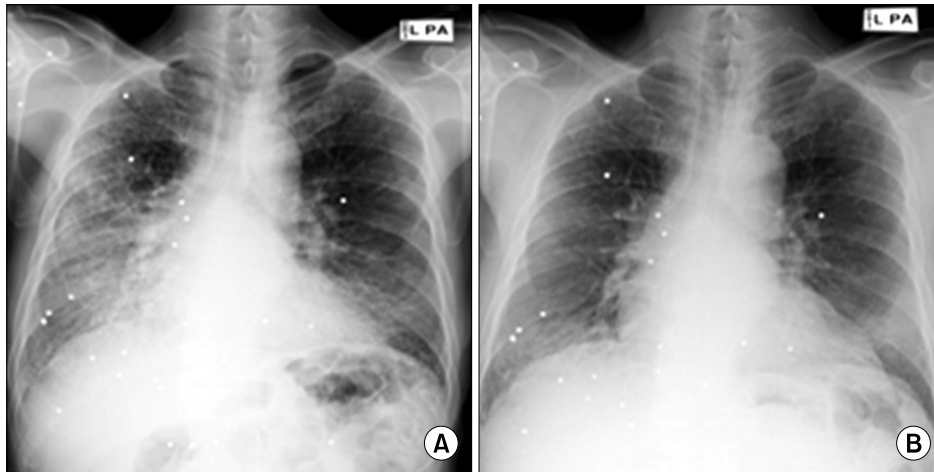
(A) At initial presentation, chest x-ray shows ground glass opacity on both lung field. (B) After prednisolone treatment, ground glass opacity is improved.
